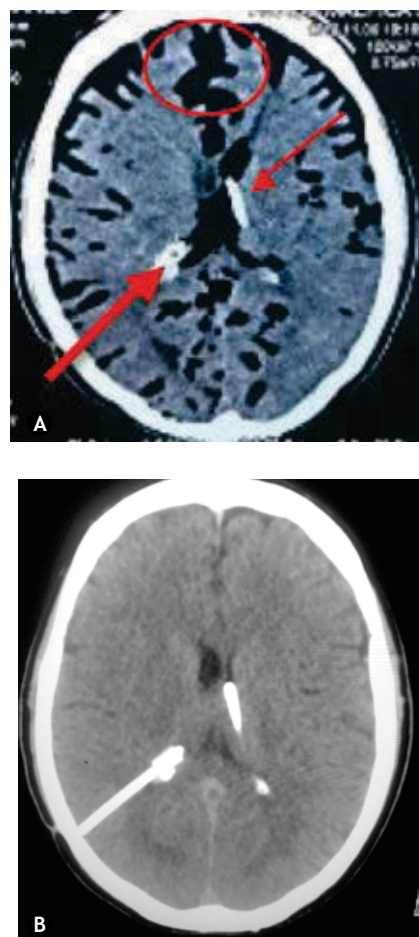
A) Tomografía de cráneo simple en corte axial donde se observa neumocéfalo ventricular, espacio subaracnoideo, subdural y 2 sistemas de derivación ventrículo-peritoneal; el primer catéter (flecha gruesa) hacia el atrio ventricular derecho y un segundo catéter (flecha delgada) hacia el ventrículo lateral izquierdo, dentro del óvalo se encuentra la imagen en relación al signo del Monte Fuji. B) Tomografía de cráneo simple en corte axial donde se observa espacio subaracnoideo, ventricular y subdural con densidad compatible con líquido cefalorraquídeo, asimismo a nivel ventricular y los 2 sistemas de derivación ventrículo-peritoneal.
